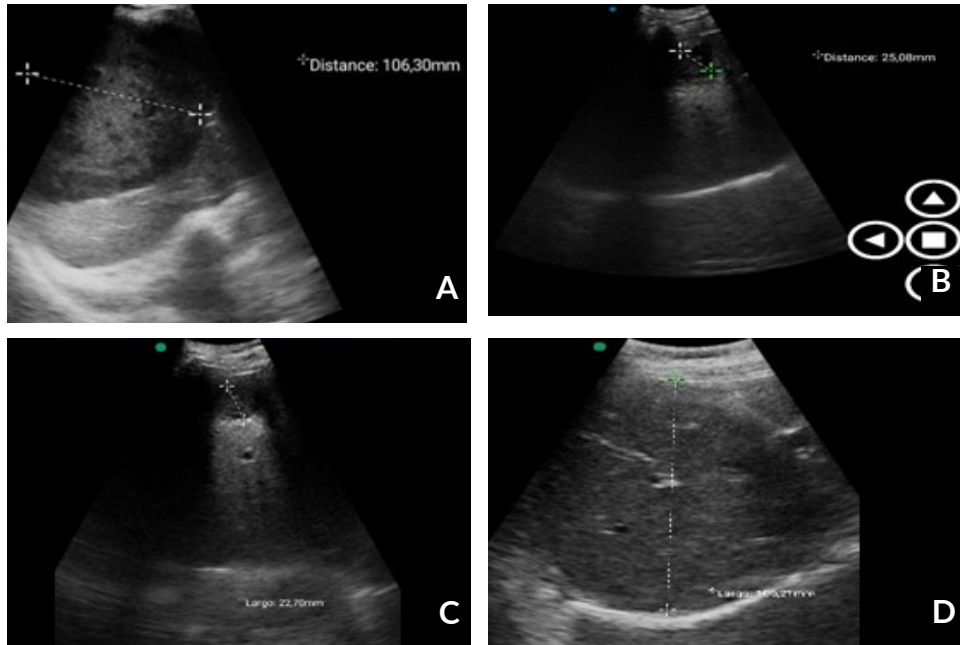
POCUS abdominal del ingreso, tamaño 106,3 mm. Figura 1B. Ecografía posterior al drenaje, tamaño 25,08 mm. Figura 1C. Ecografía en el 15to día posterior al drenaje, tamaño 22,7 mm. Figura 1D. Ecografía en el 30 día posterior al drenaje, hepatización completa, lóbulo derecho de 105 mm.
